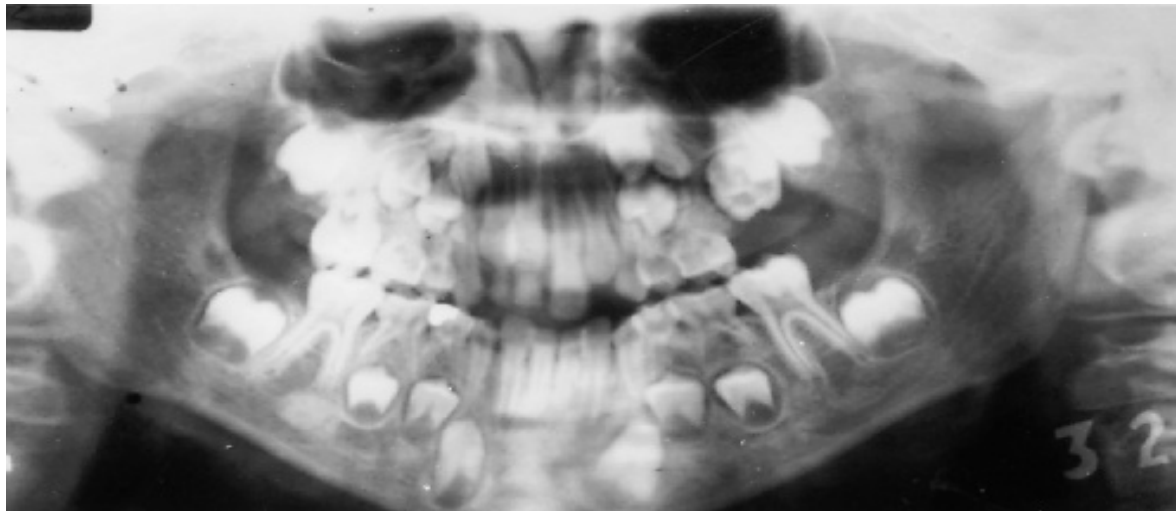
Panoramic radiograph of the maxilla and mandible of a patient with Gardner syndrome shows dental abnormalities. Opacities of the mandible and supernumerary teeth are present.
